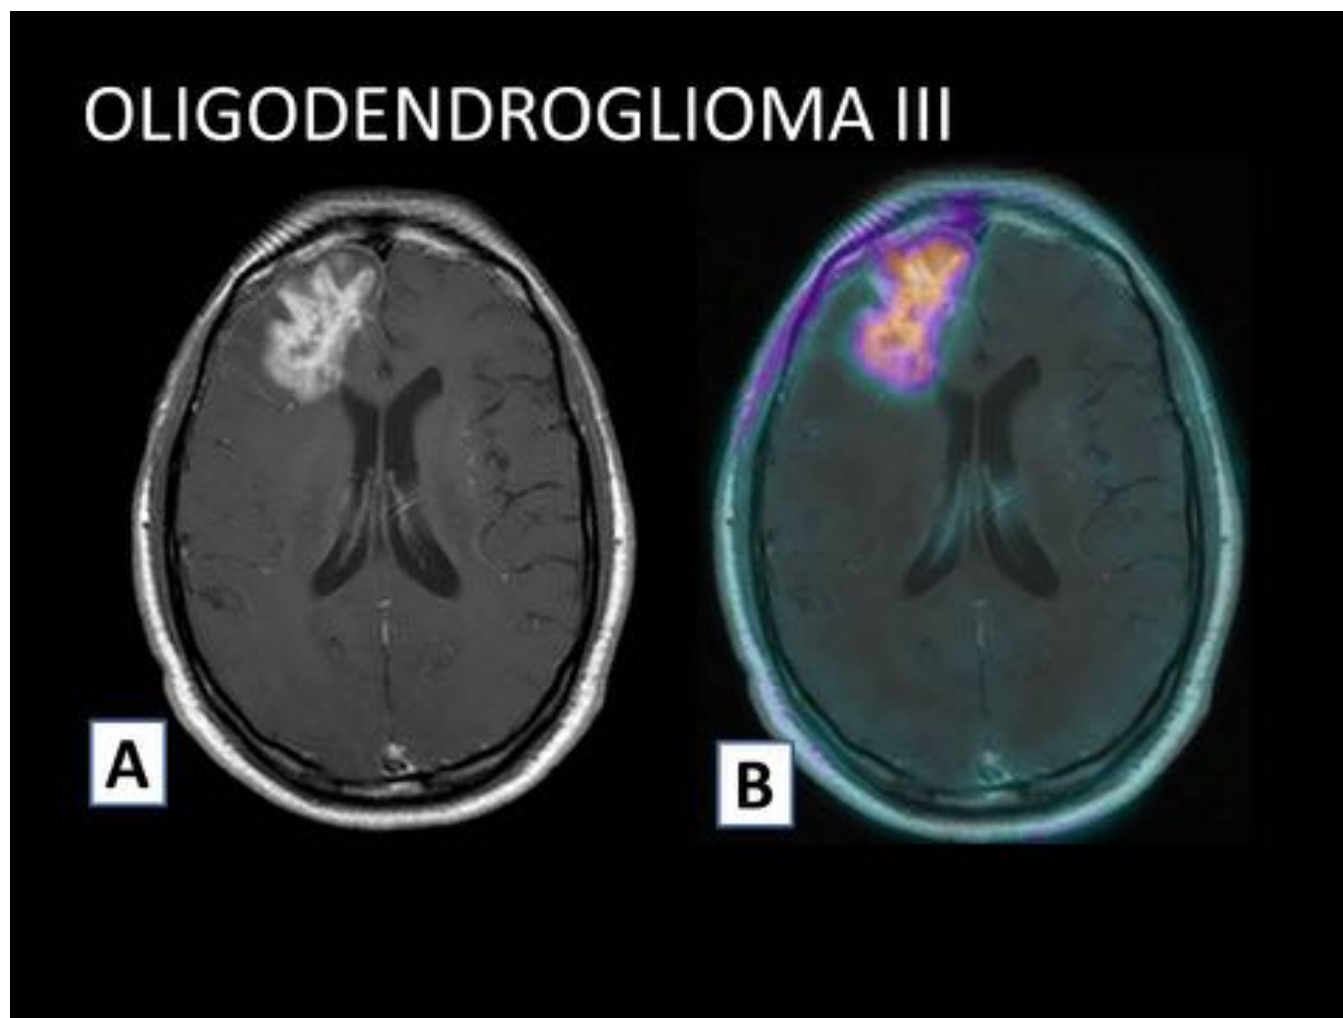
A) RM post-contraste. Se aprecia una extensa lesión hipercaptante frontal derecha, de morfología irregular y estructura heterogénea que había aparecido en los controles previos de un glioma grado II previamente resecado. B) El PET mostró captación de ^{18}F -colina en la lesión frontal derecha, de forma superponible a la visible en la RM craneal. El estudio anatomopatológico era congruente con la sospecha de recidiva tumoral, en este caso, de un oligodendroglioma de grado III.
